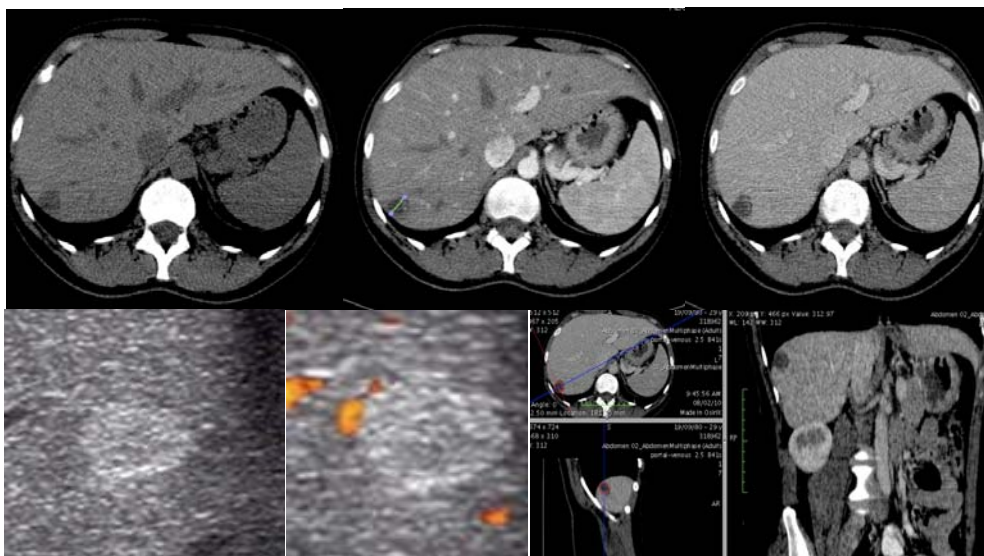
Pacient în vârstă de 42 ani la care s-a evidențiat o leziune hipodensă la examenul CT care după administrarea substanței de contrast prezintă o priză doar la periferie fără o umplere totală tardivă. Examenul ecografic evidențiază leziunea ca fiind predominant hiperecogenă prezentând mici hipocogenități centrale.
